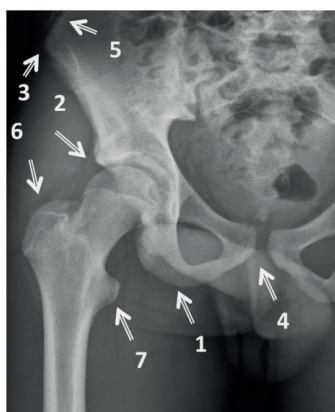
Рентгенограмма с указанием мест апофизеолизисов.
